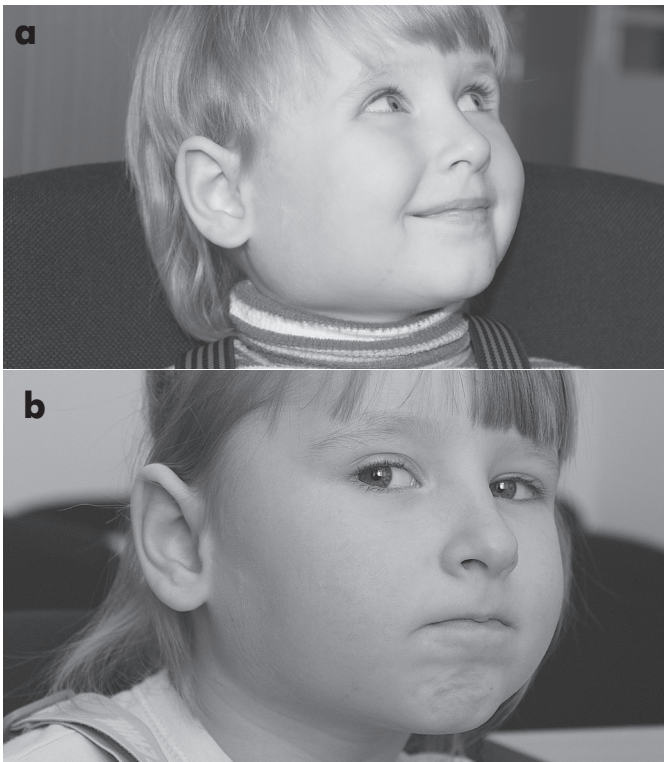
Ребёнок М. со смешанной формой гемангиомы правой околоушножевательной области до проведения (а), через 2 года после (б) проведения рентген-эндоваскулярной окклюзии приводящих сосудов
